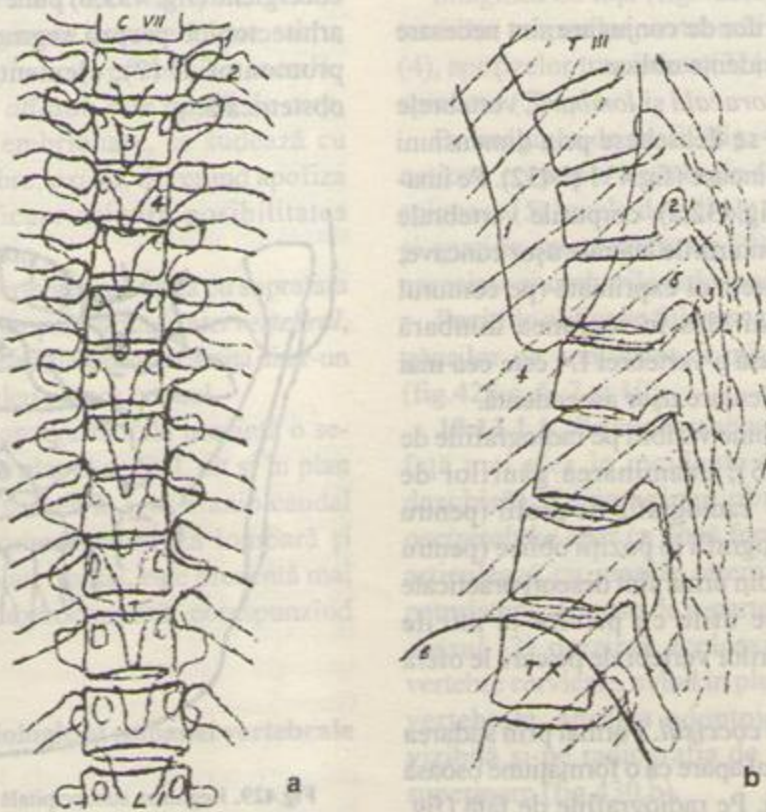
Imaginea radiologică a coloanei toracale pe radiografia de față (a) și de profil (b). 1. omoplat; 2. gaură de conjugare; 3. spinoase; 4. coaste; 5. pedicul; 6. diafragm.
